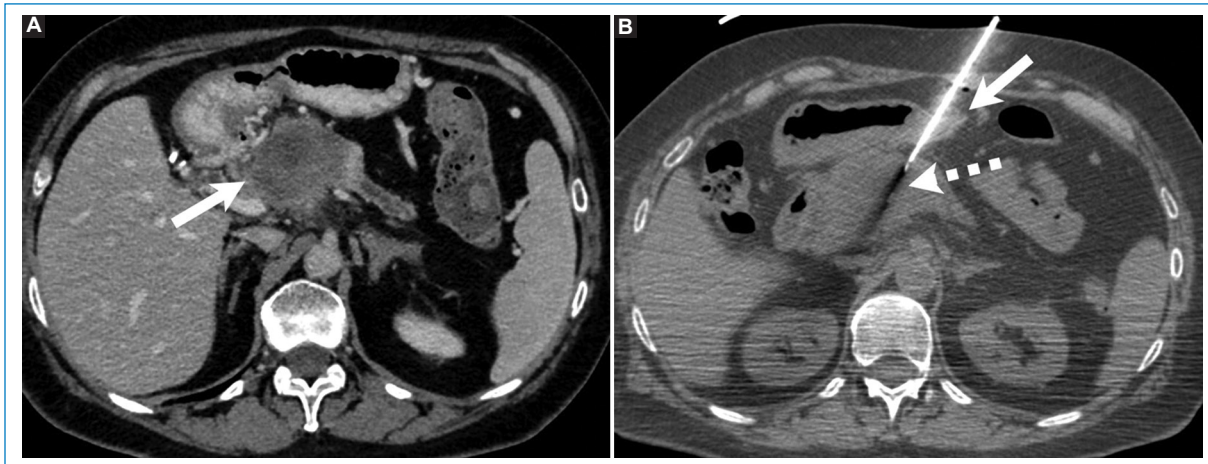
Mujer de 60 años en estudio por síndrome de impregnación de 4 meses de evolución. (A) TC con contraste endovenoso en fase portal demuestra tumoración hipovascularizada en la cabeza y cuerpo del páncreas (flecha). (B) Biopsia bajo tomografía de lesión en estudio con acceso transgástrico (flecha) utilizando técnica coaxial y aguja de corte 18 G (flecha rayada). Diagnóstico final: adenocarcinoma pancreático.
